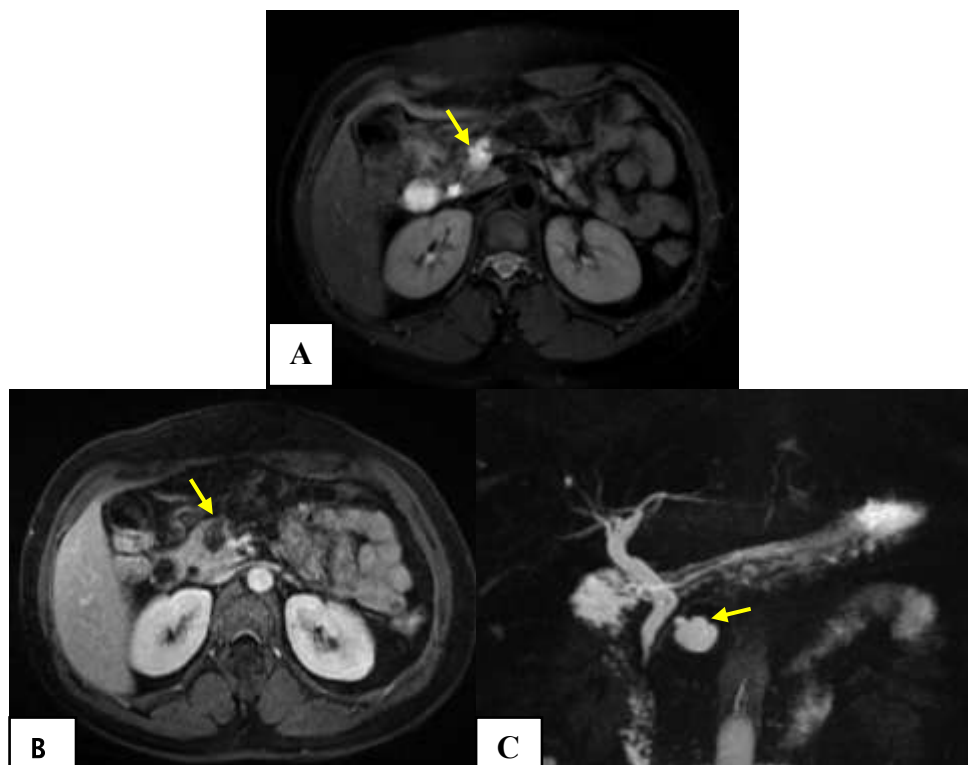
Aspect en IRM d'un cystadénome mucineux : IRM abdominale en coupes axiales en T2 (A), en T1 avec injection du PDC (B) et en MRCP (C) montrant une Formation kystique (flèches), de contours lobulés, à paroi fine, en hyposignal T1, hypersignal T2, non communicante avec le canal du Wirsung, non rehaussée après injection du PDC et sans végétations endokystiques.
